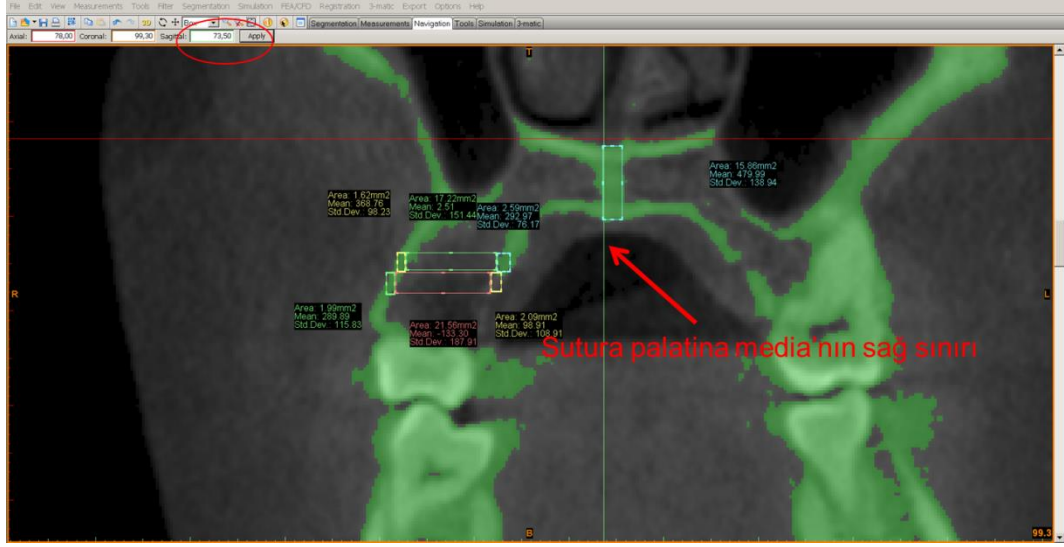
Palatinal ölçüm için thresold (eşik) değerini 'Bone (CT)' değerine getirme
